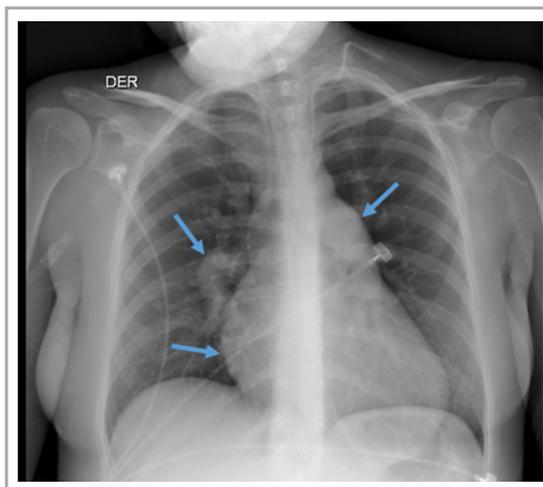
Radiografía de Tórax postero-anterior. Paciente con severa hipertensión pulmonar. Es posible distinguir a derecha la gruesa arteria interlobar (primera flecha arriba) y el crecimiento del segundo contorno cardíaco correspondiente a la aurícula derecha (segunda flecha abajo) y a izquierda el crecimiento del segundo arco correspondiente al tronco de la arteria pulmonar.
